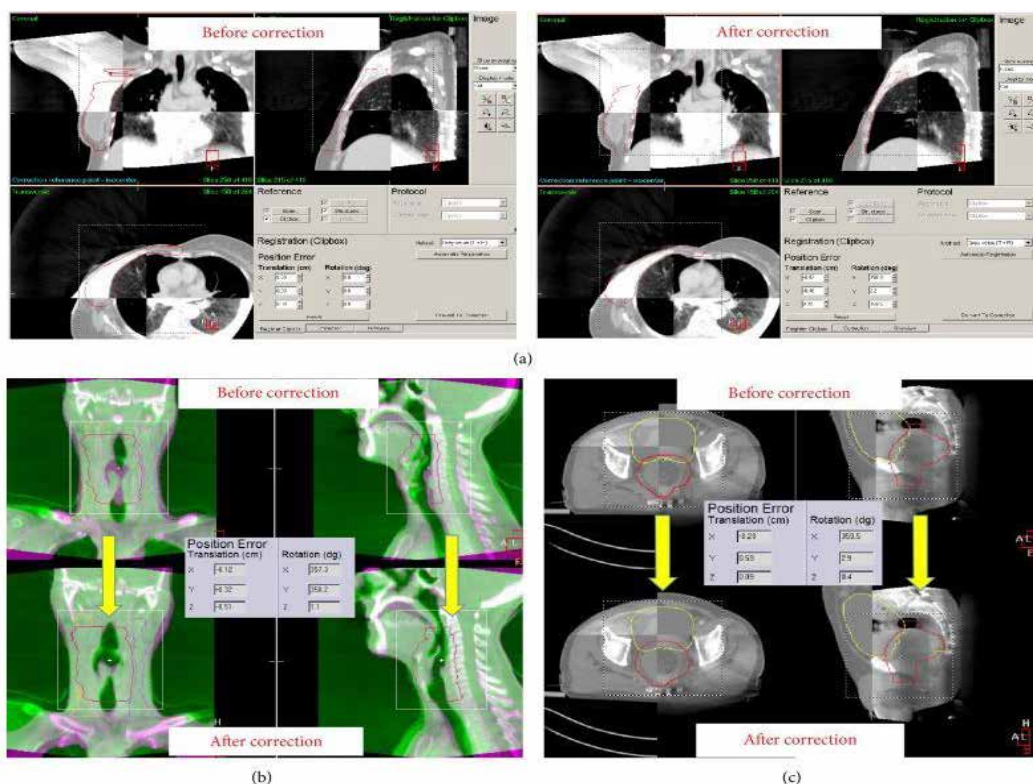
KV CBCT объемная визуализация
